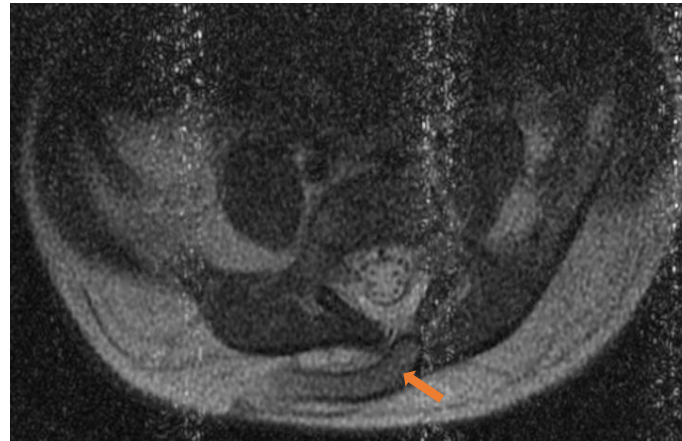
RM ponderada en T2 en plano axial con artefactos metálicos. Se observa imagen compatible con disrafismo posterior de la charnela lumbosacra, con colección en tejido celular subcutáneo (flecha sólida) que lateraliza a la derecha y que provoca retracción de plano cutáneo, compatible con meningocele.
